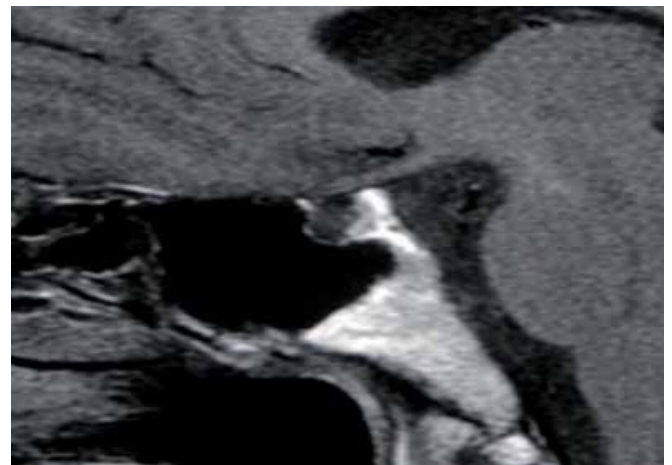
Resonancia magnética hipofisaria
